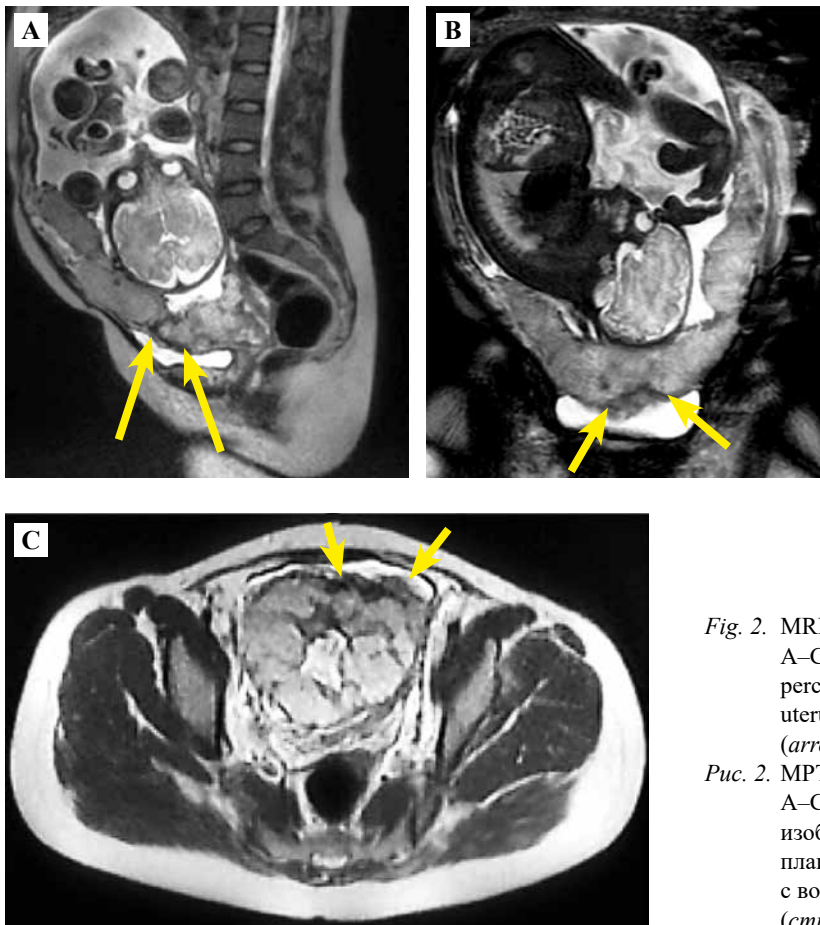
MRI T2WI in the Cor, Sag, and Ax planes.
